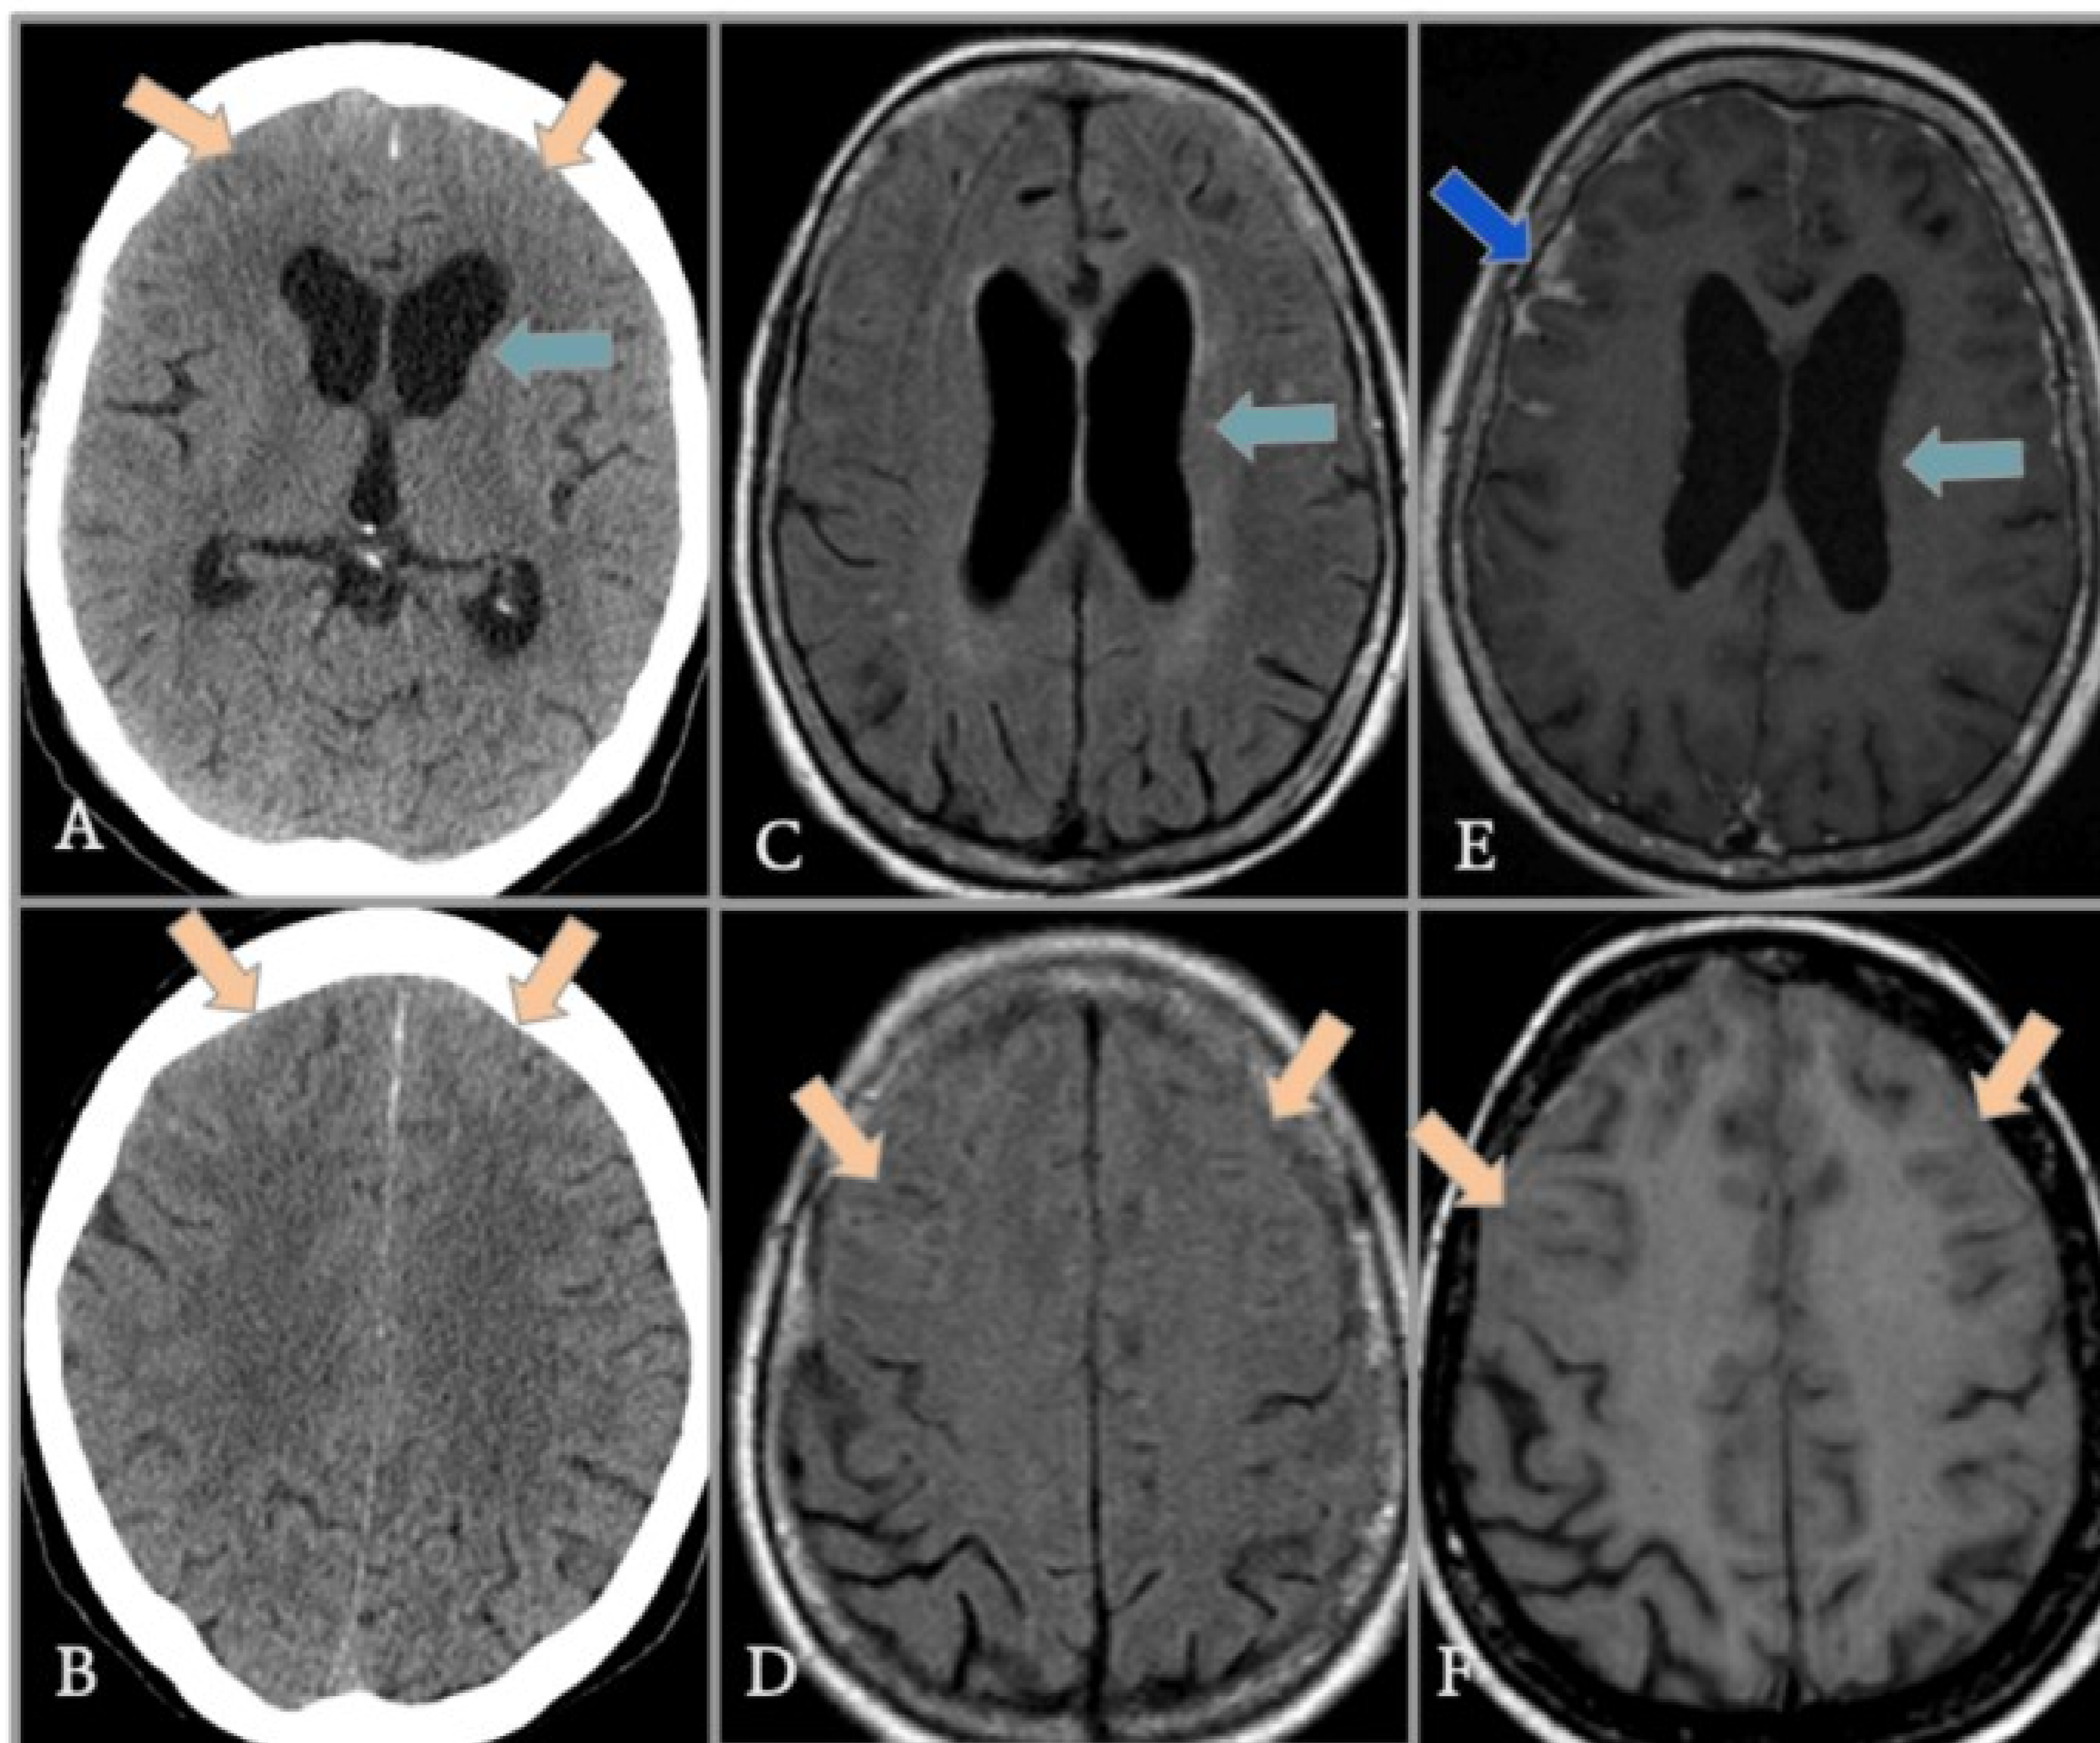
Mujer de 71 años, DM2, con cefalea intensa. Se realiza TC de cráneo (A, B) en urgencias en el que se observa aumento de la talla ventricular (flecha verde) y aumento de densidad de surcos frontales bilaterales que se muestran isodensos al parénquima. Durante el ingreso se realiza RM en la que se observa persistencia de aumento de la talla ventricular (flechas verdes C, E) y alteración de señal de surcos frontales (flechas) de forma bilateral en FLAIR (C, D) y T1TSEWI (F) con realce leptomeníngeo asociado (E, flecha azul). Hallazgos en relación con meningitis con hidrocefalia leve asociada, en este caso se aisló *listeria monocytogenes*.
